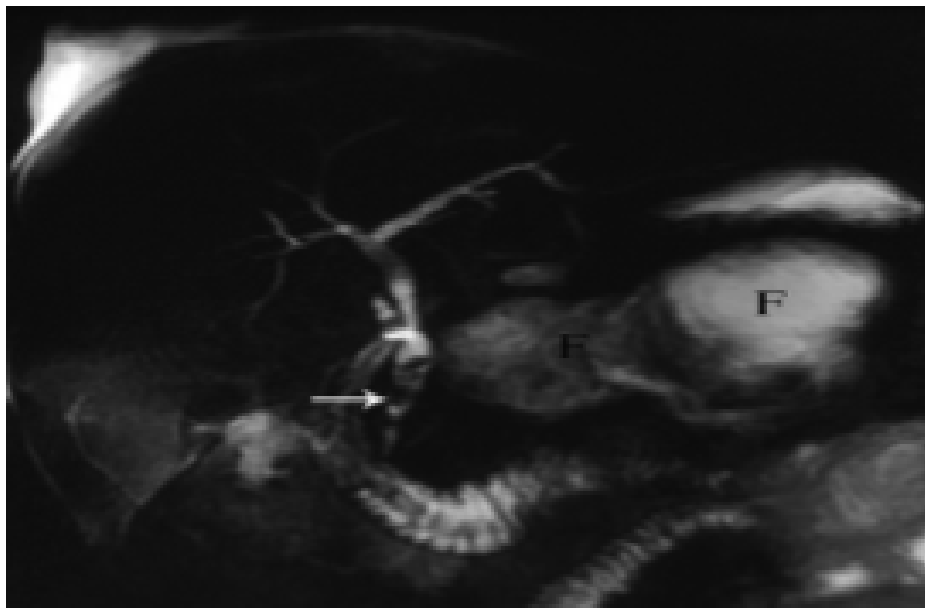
Pancréatite aiguë biliaire à l'IRM.
